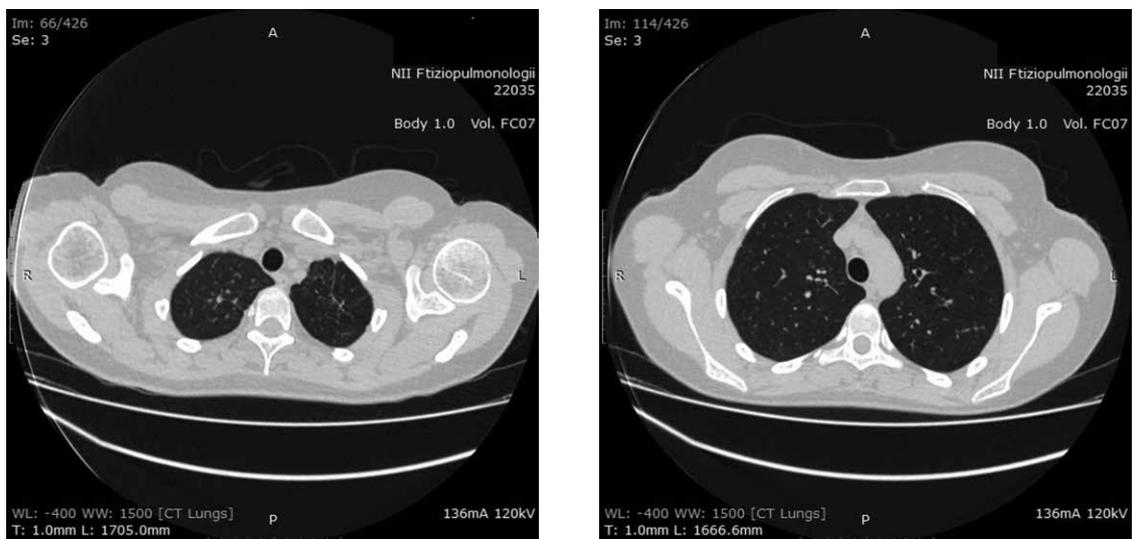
МСКТ ОГК от 21.05.2019. Единичные очаговые изменения в зоне фиброза
